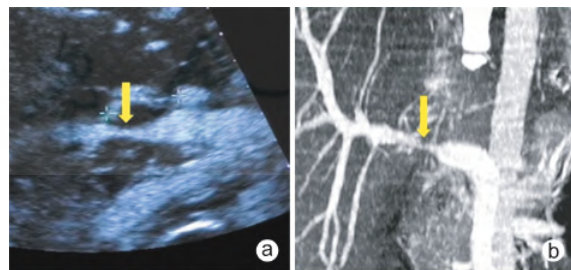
第 2 次肝移植术后肝门部血肿并门静脉受压狭窄 a:CEUS 显示门静脉局部受压变窄(↑);b:CTA 亦显示门静脉局部狭窄(↑)
